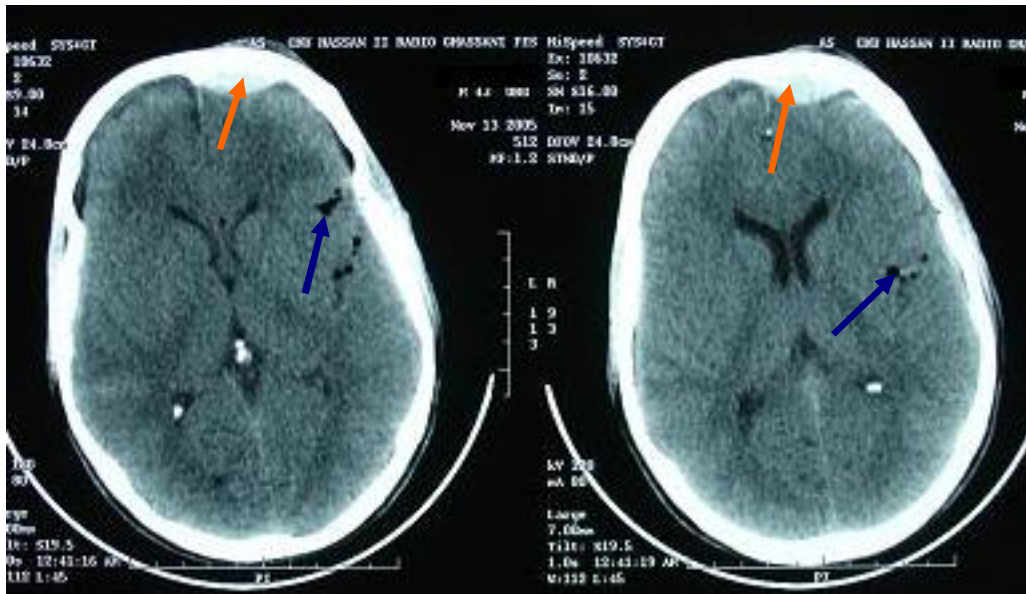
TDM en coupes axiales montrant un HED frontal gauche (↗) associé à une pneumocéphalie intra-parenchymateuse (↖)
